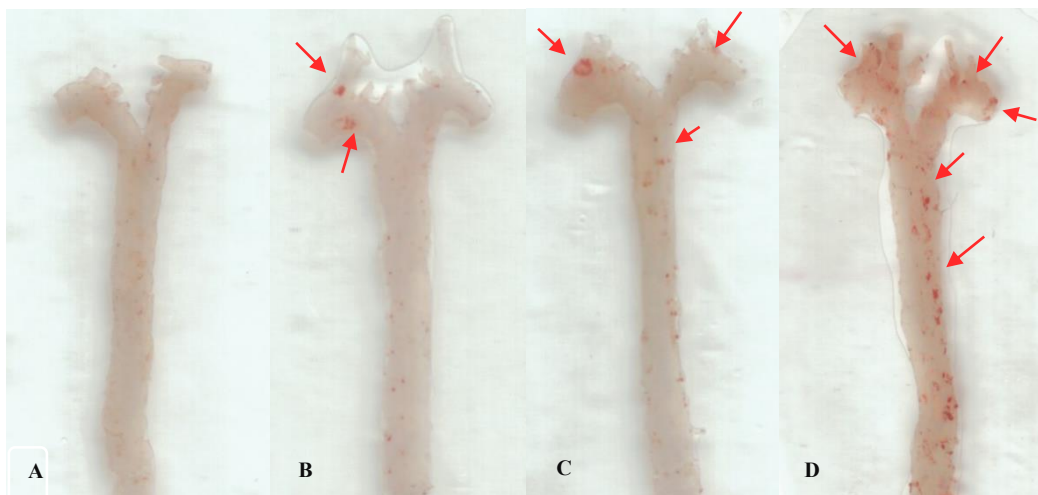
Lesões ateroscleróticas nas aortas dos grupos experimentais. A = CT; B = CTHg; C = APO e D = APOHg. Setas em vermelho indicam pontos de lesão.
